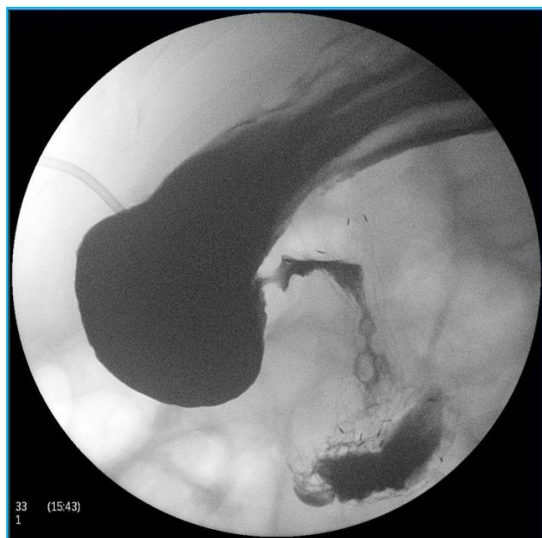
Рентгенография желудка
